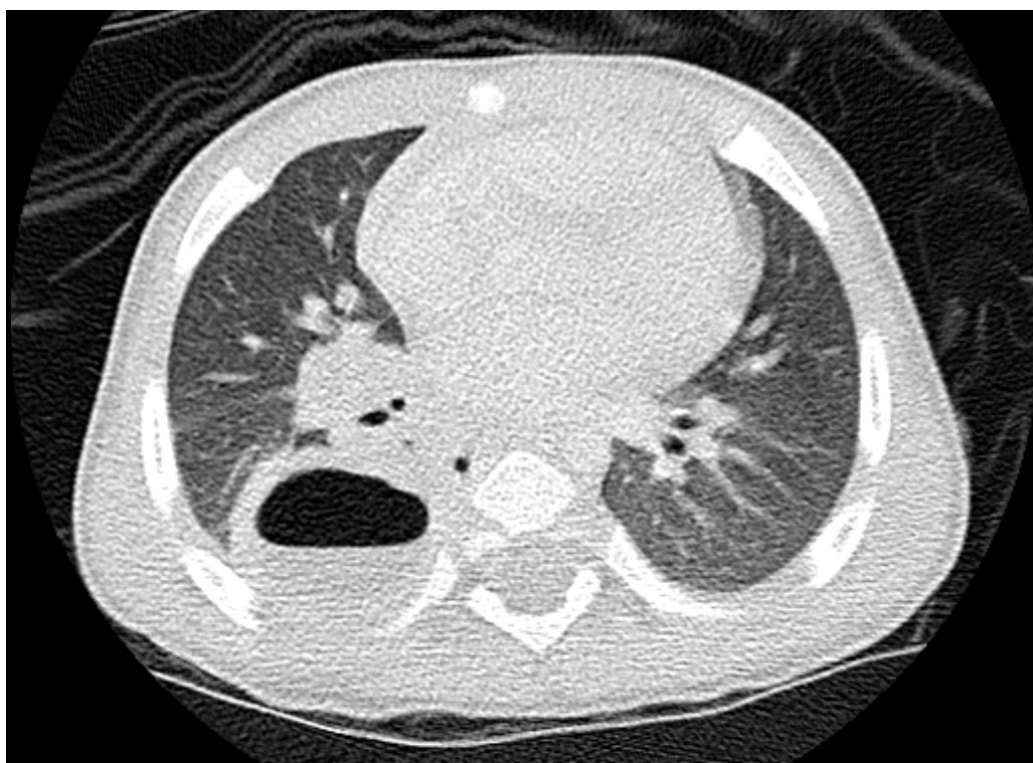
Chest CT scan showing a 3.1x3.8x3.7 cm enhanced thickened-wall cavitary lesion with an internal air-fluid level at the right lower lobe.
